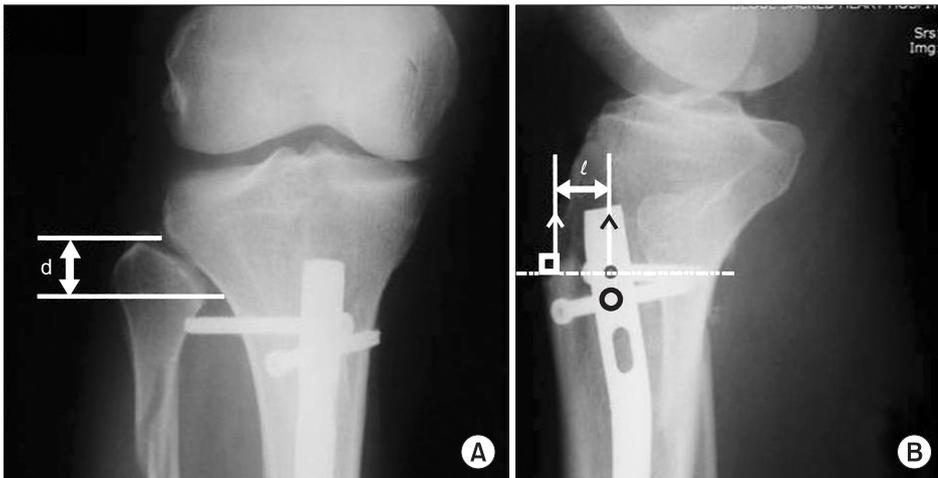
Radiographic measurements. Proximal tibiofibular joint length from a tip of the fibular head (d) is measured on an oblique radiograph (A) and a distance (l) between IM nail center and anterior tibial cortex is measured at the level of the mediolateral interlocking screw on a lateral view (B).
